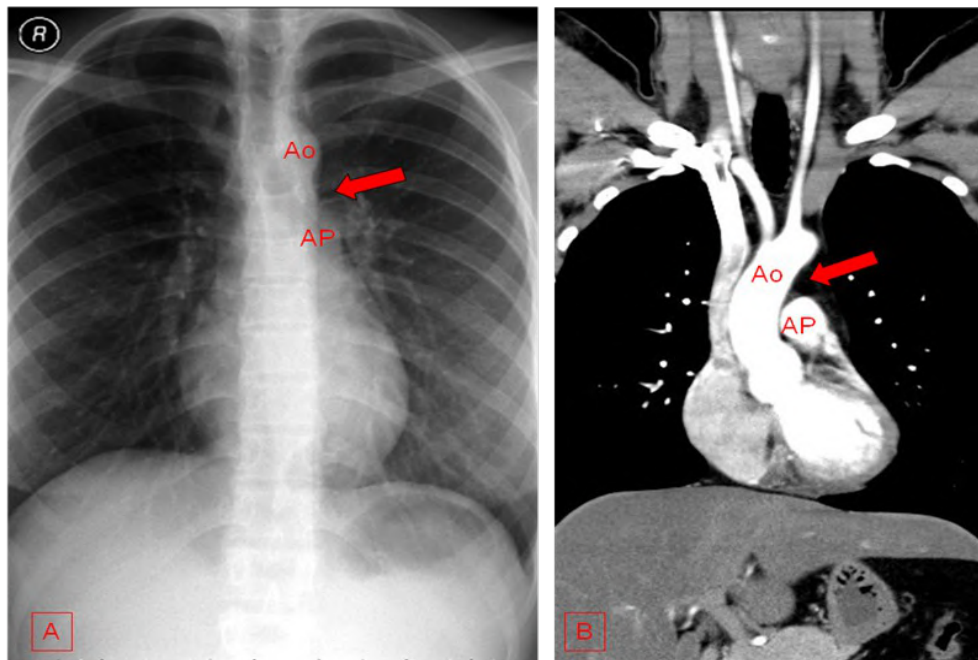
Na radiografia frontal (fig. 18A) entre os botões aórtico (Ao) e pulmonar (AP) pode ser vista uma concavidade que está relacionada à janela aortopulmonar (JAP). Ver a correspondência com o corte de TC coronal (fig. 18B). A JAP é limitada medialmente pelo ligamento arterioso e lateralmente pela pleura visceral. Na JAP há tecido adiposo, cadeia de linfonodos e o nervo laringeo recorrente.
